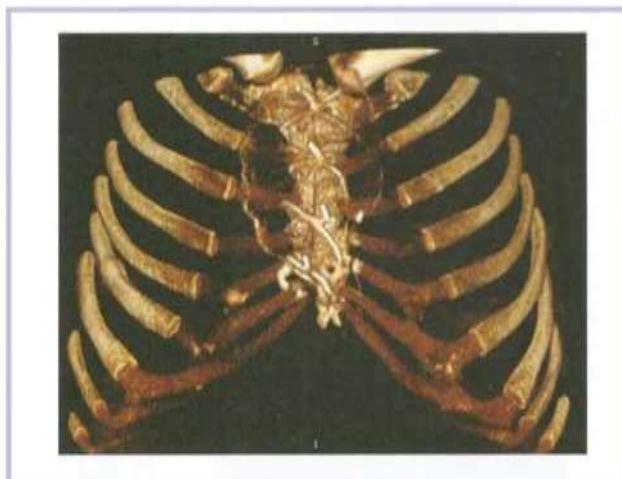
Мультиспиральная компьютерная томограмма грудной клетки, 3D-реконструкция: диастаза грудины не отмечено; визуализируются титановые лигатуры, виден сетчатый имплант.
